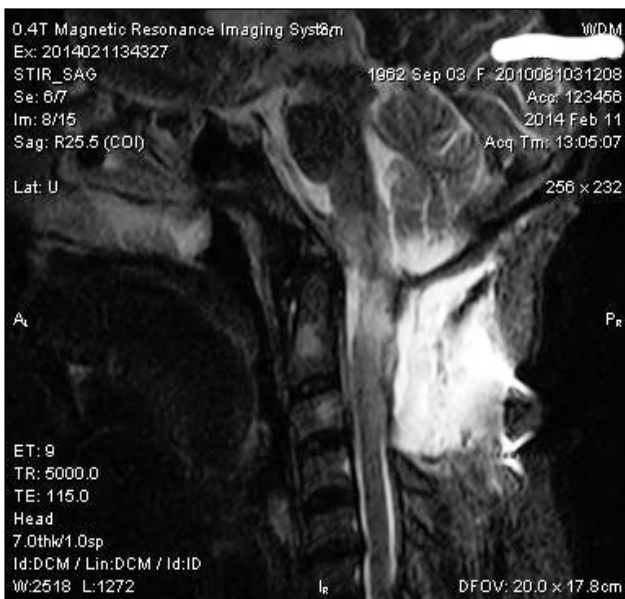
Послеоперационный МРТ-контроль — опухоль удалена тотально
